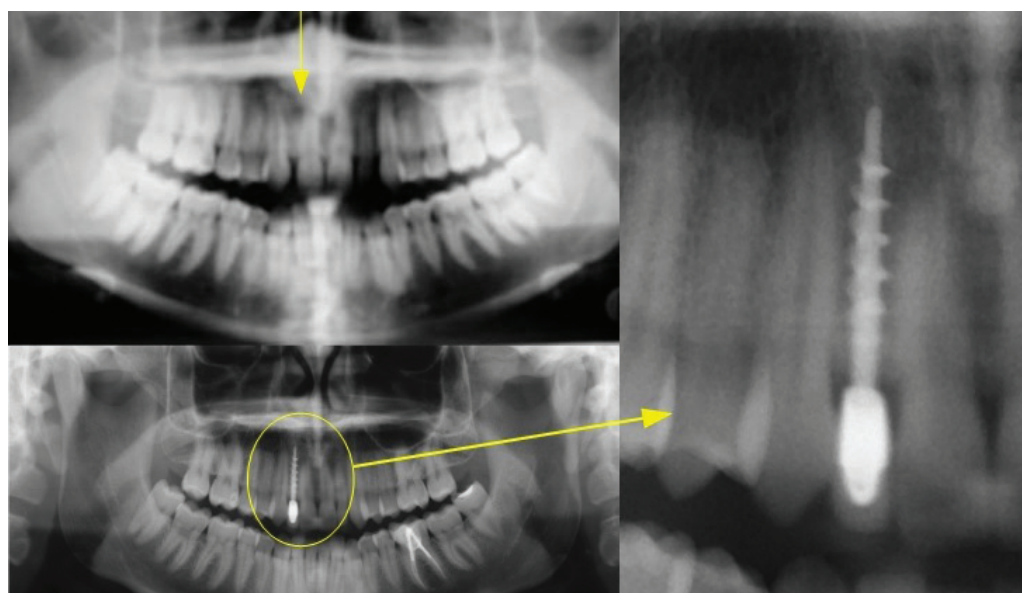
Le radiografie del caso.
